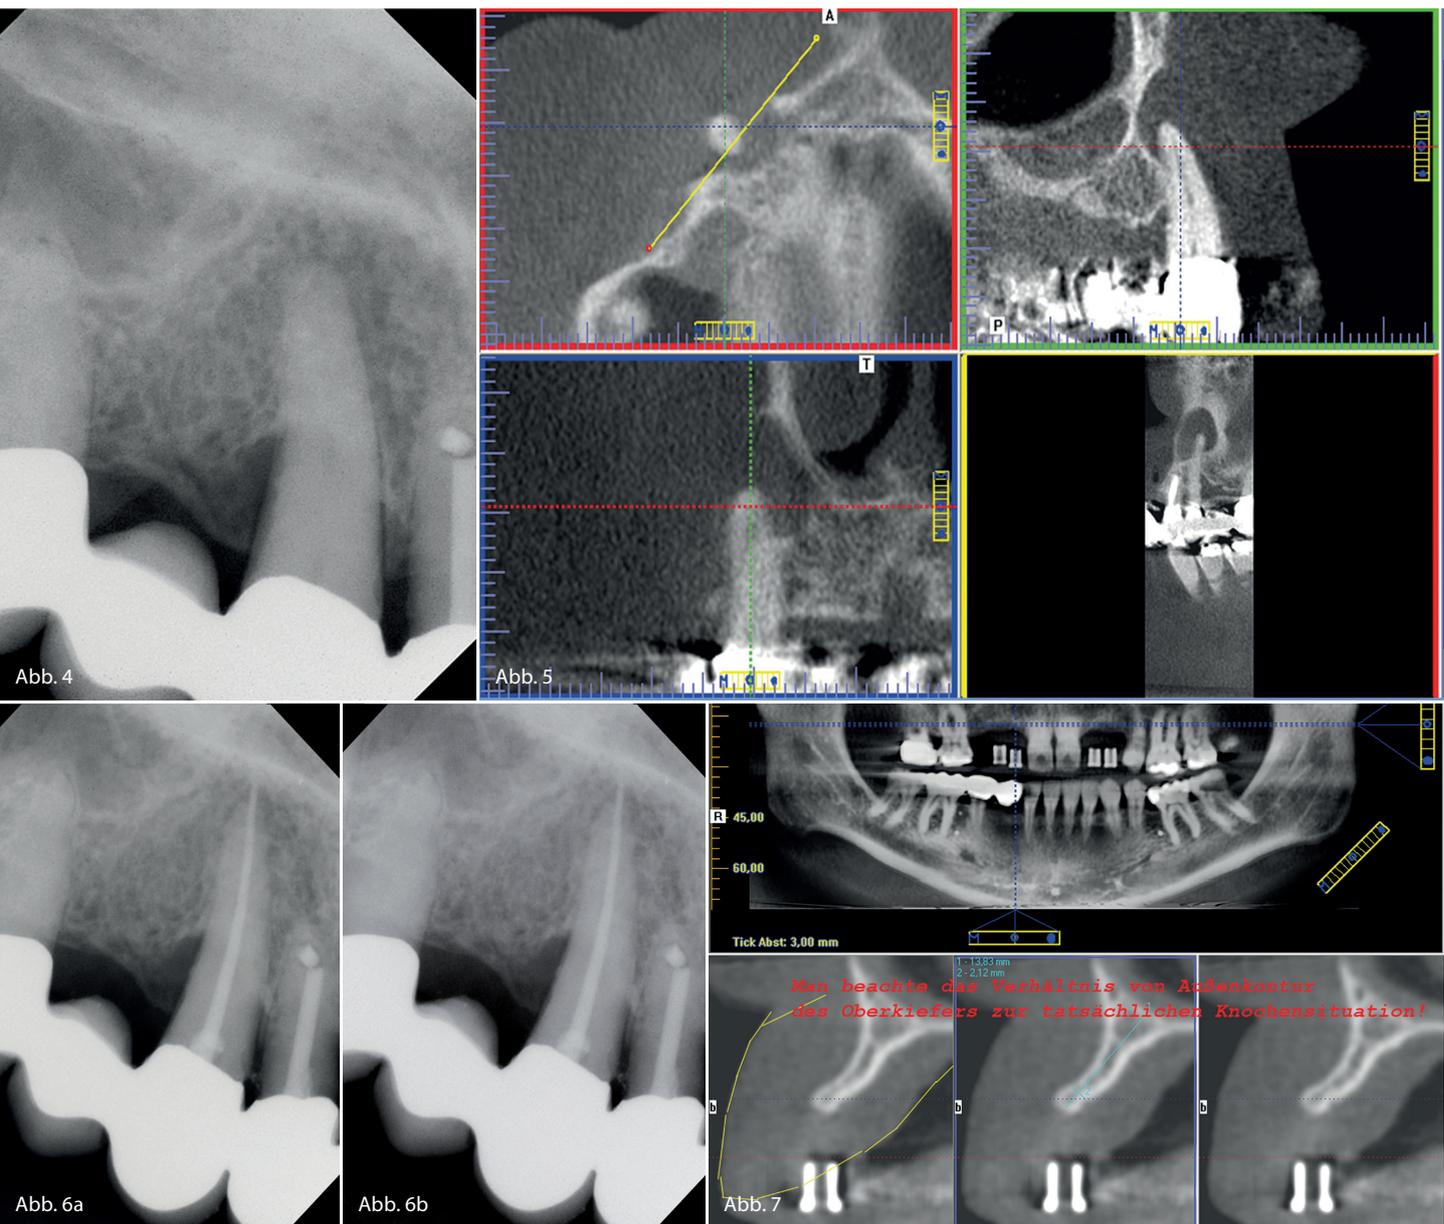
Beispiel für digitale Aufnahme, gleichzeitig gleiche Situation wie Abbildung 5 und 6. Abb. 5: Situation aus Abbildung 4 in der Volumetomografie. Abb. 6a und b: Situation aus Abbildung 4 nach Endo und Resektion. Abb. 7: Präimplantologische Planungsaufnahme, man beachte das Knochenangebot im Verhältnis zum Weichgewebe und die geplanten Zahnachsen.
